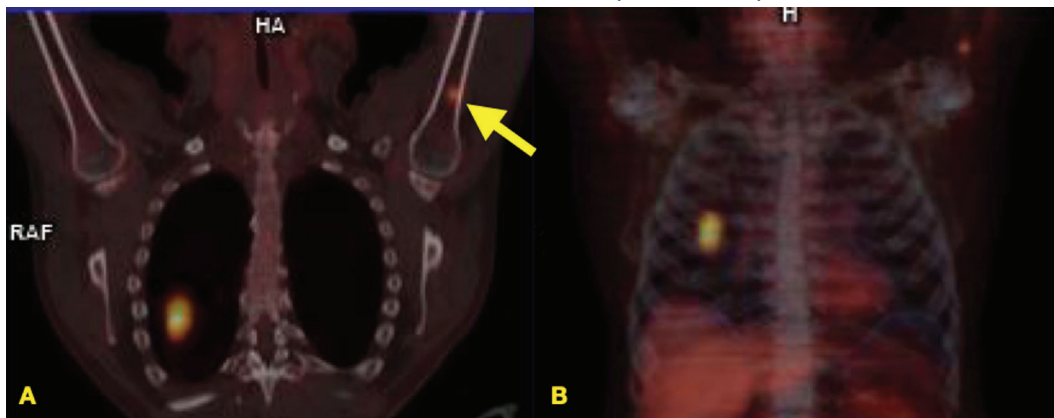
A- Imagem da fusão do PET-CT FDG e B- imagem de reconstrução volumétrica PET-CT com FDG mostram lesão hipermetabólica no pulmão direito e sítio focal único de hipermetabolismo no úmero esquerdo (seta), sem alteração morfológica na imagem de TC. Estudo de RM para caracterizar este sítio focal (não disponível) confirmou a presença de metástase.
